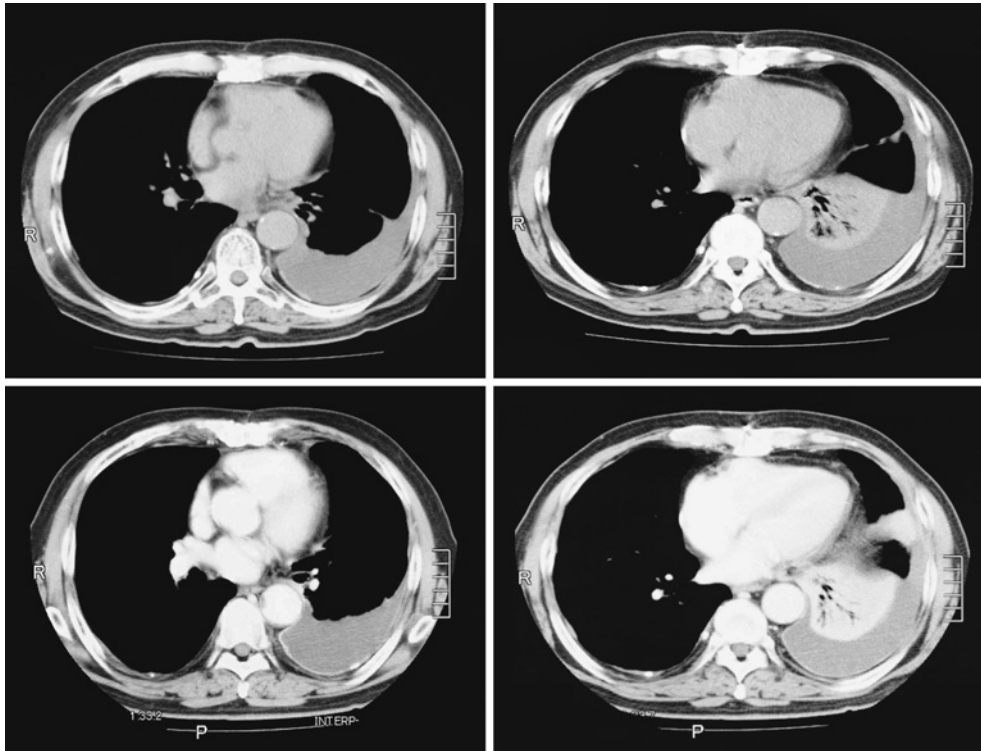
2007年3月受診時の胸部CT写真で、上段が単純CT、下段は造影CTを示す。両者において明らかな腫瘍性病変は認められない。一方、右胸膜には石灰化胸膜プラークを認める。
